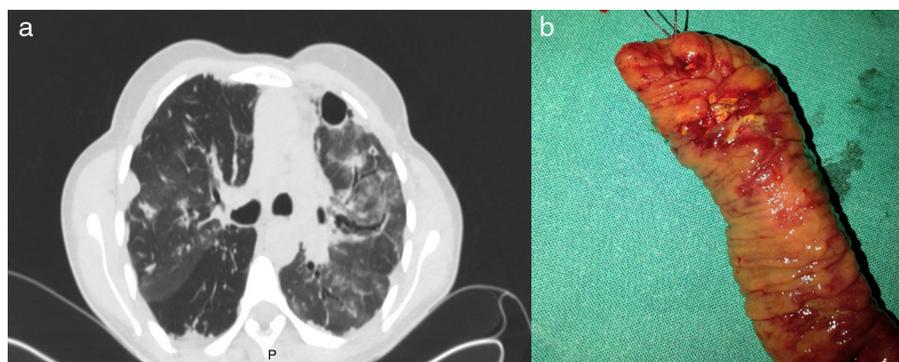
1 a. Tomografía axial computarizada torácica. Signos de fibrotórax con patrón parchado en panal de abeja, y aumento de la densidad por posible neumonía intersticial izquierda. Pequeñas bronquiectasias cilíndricas y patrón bulloso con algunas ampollas subpleurales. 1 b. Pieza quirúrgica. Segmento de resección ileal con evidencia macroscópica de úlceras en la pieza quirúrgica.
